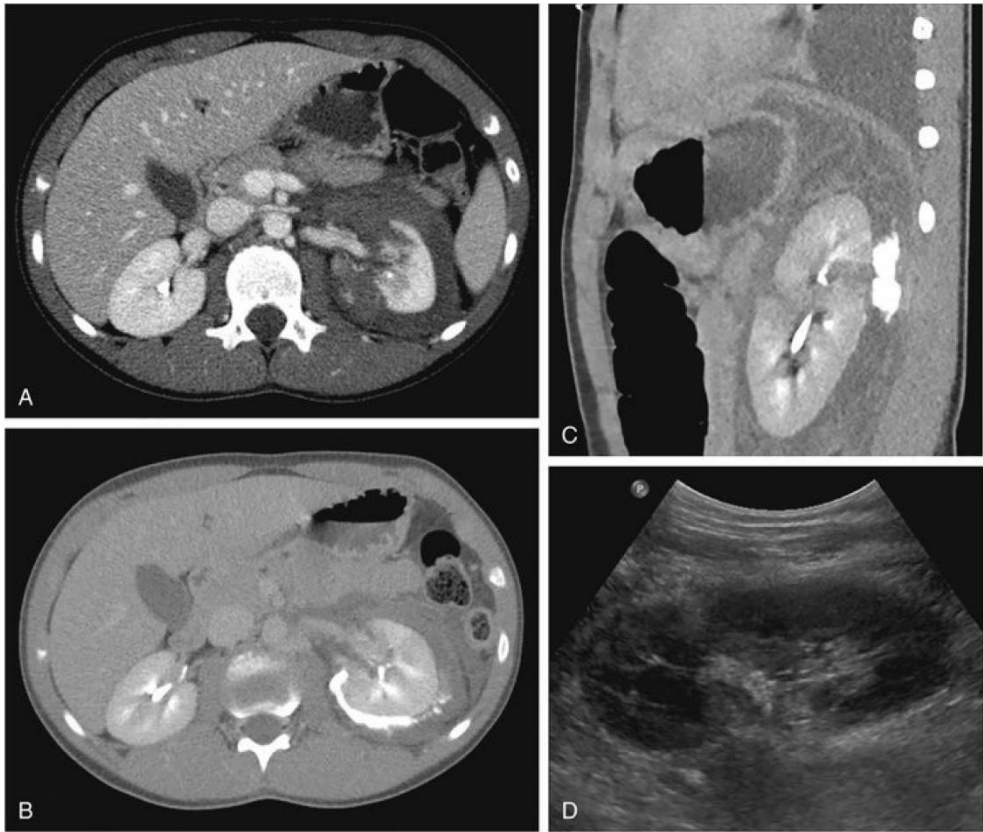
Grade 4 renal laceration managed with percutaneous drain into urinoma only. Initial CT scan day of injury showing contrast extravasation (A and B). Repeat CT scan 2 days later obtained because of fever and worsening abdominal pain showing atelectasis in left lung and persistent extravasation of contrast (C). Percutaneous drain placed and removed 3 days later with follow-up ultrasonography 2 months in future (D).
